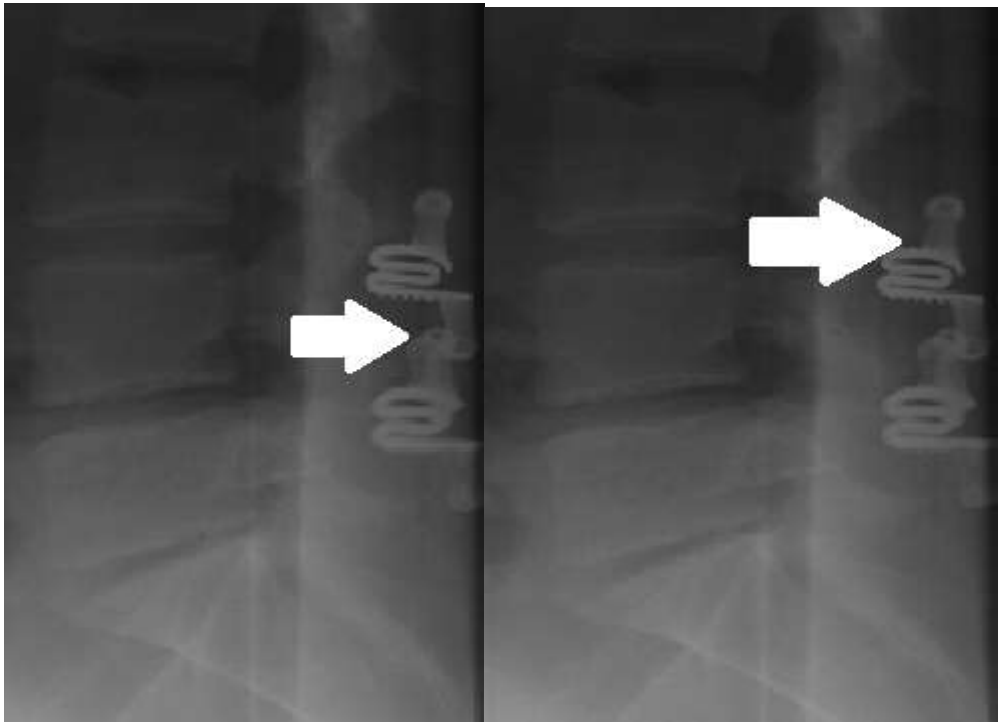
Рентген-контроль расположения импланта «Stenofix» через 12, 24 месяца после оперативного вмешательства (указана стрелками)
